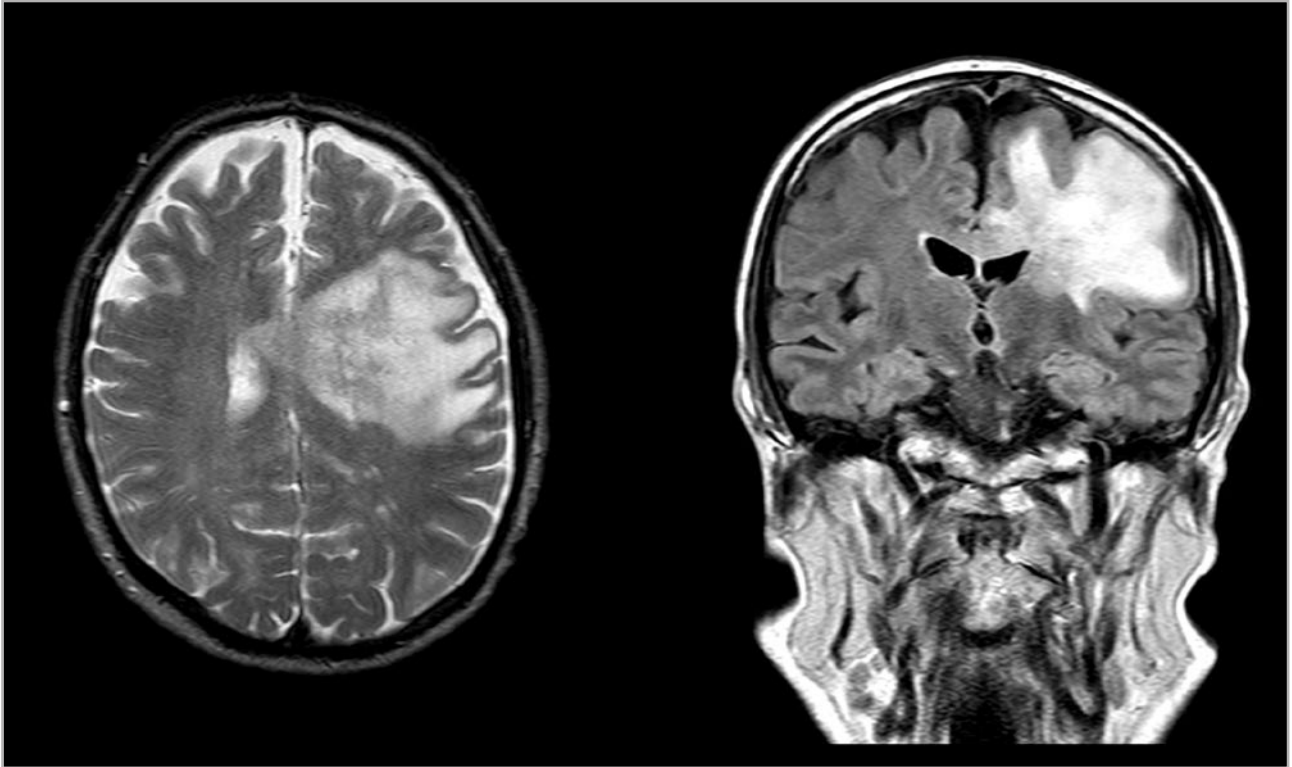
Resonancia magnética craneal.
